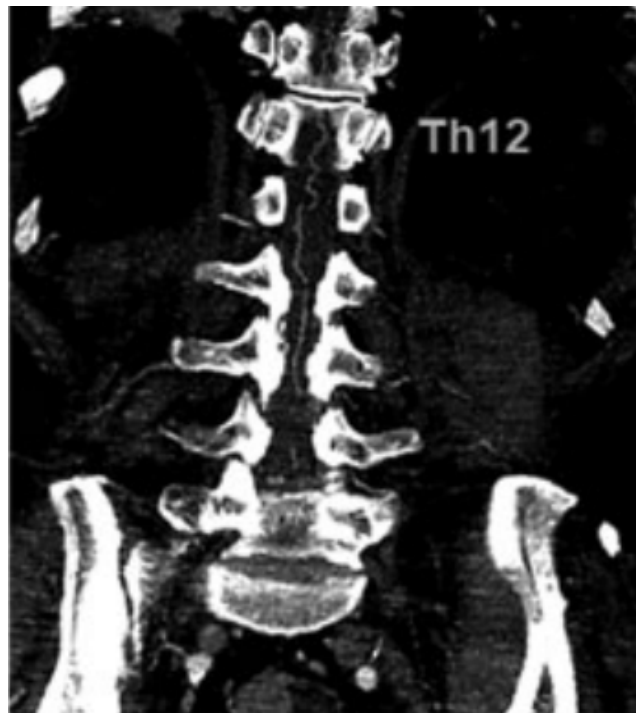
angio-TDM en coupe coronale montrant un reflux veineux périmédullaire intradural ascendant marqué. [133]
